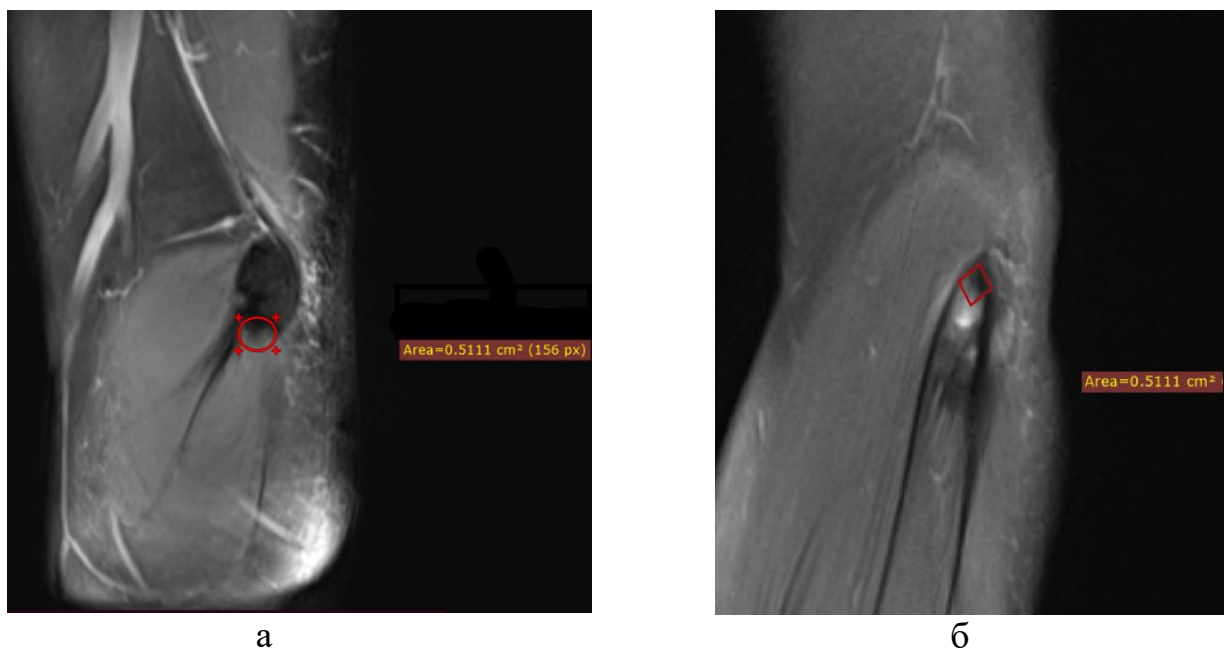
МРТ локтевого сустава, сагиттальная плоскость: а – измерение площади зоны прикрепления ЛСЗ; б – измерение площади зоны прикрепления КЛРЗ
